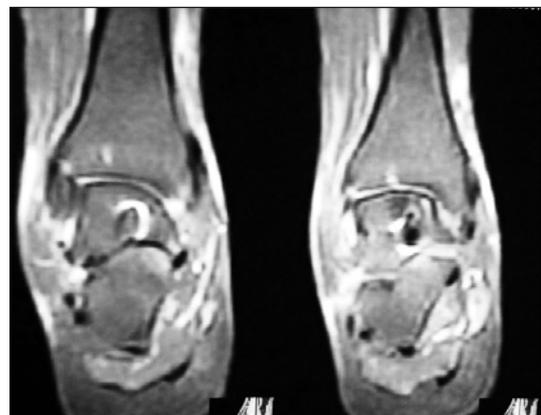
Ressonância magnética após 32 semanas, demonstrando a revascularização do corpo talar.
